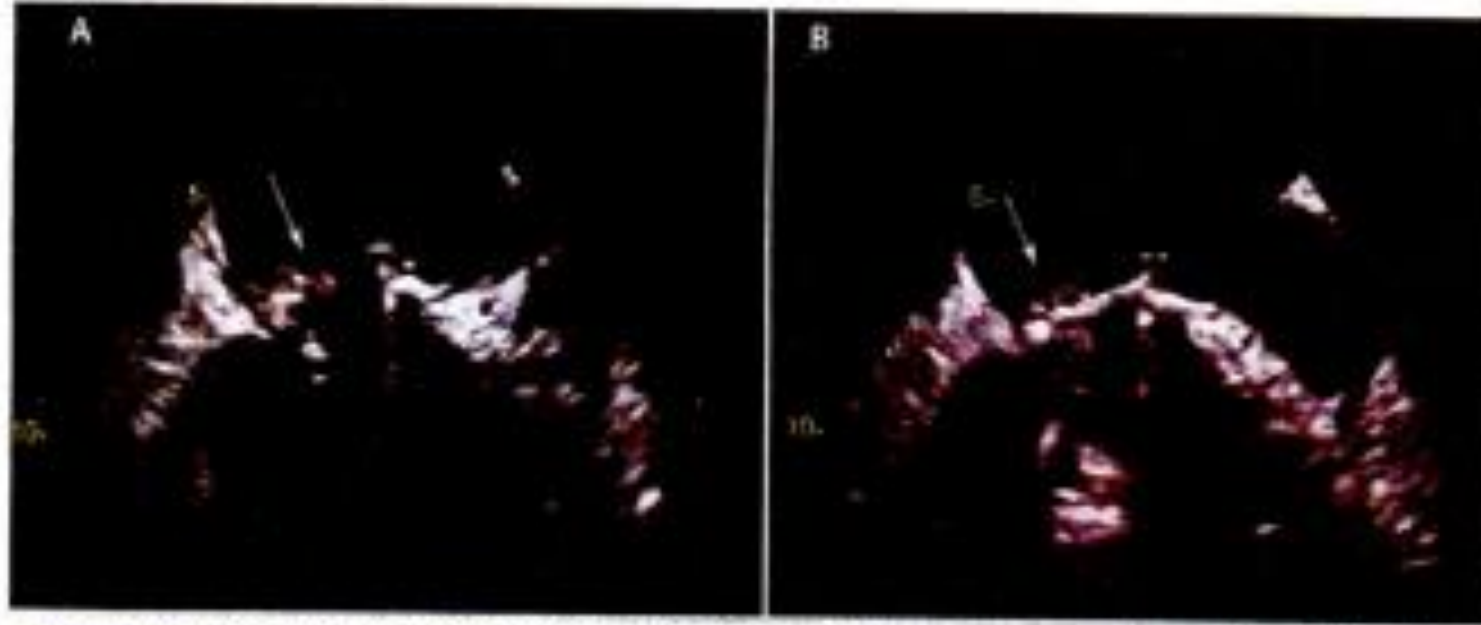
Ecocardiografía transesofágica donde se observa una verruga endocárdica (flechas) adherida al anillo mitral posterior en paciente con una prótesis mitral mecánica. (A) En diástole; (B) En sístole
